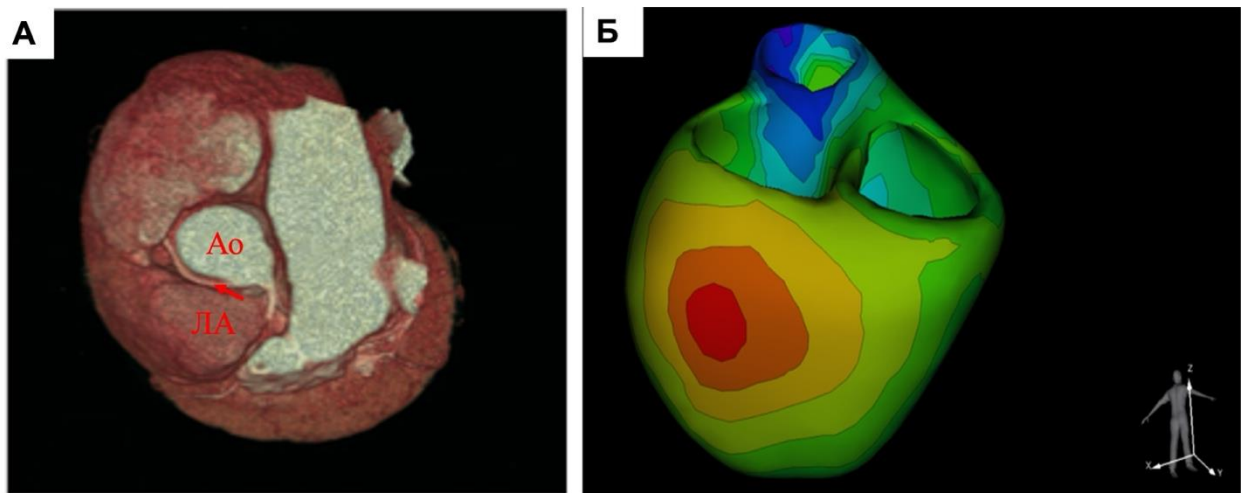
Продолжение рисунка 4.2.7. дообследование, пациентки К, 22 лет: А – МСКТ-АГ коронарных артерий, выявлено отхождение правой коронарной артерии от левого синуса Вальсальвы, артерия отходит под острым углом и идет между аортой и легочным стволом (стрелка), что не позволяет исключить компрессию артерии, межартериальный ход отхождения правой коронарной артерии имеет высокую вероятность сжатия во время систолы; Б – электрофизиологическое картирование АМИКАРД, выявлена зона эктопической активности по задне-боковому сегменту на среднем уровне (красный цвет).
